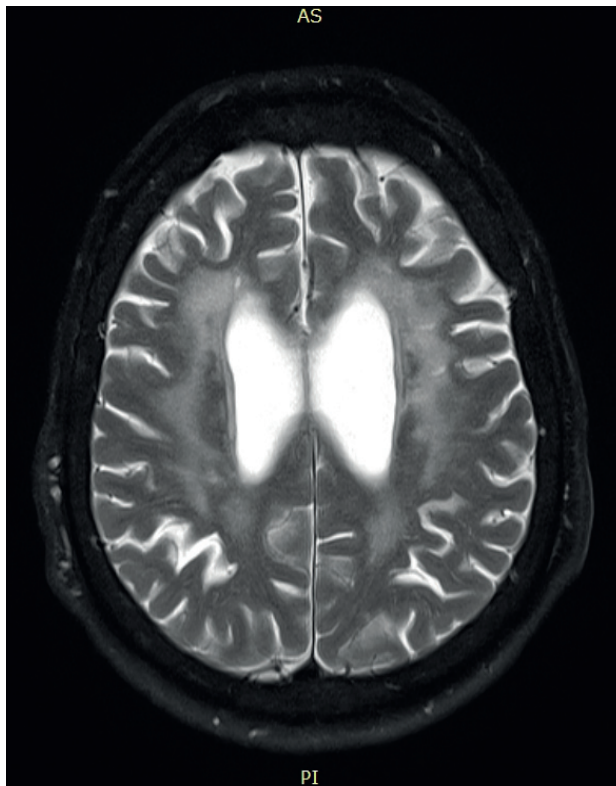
МРТ головного мозку пацієнтки з генералізованою міастенією, хворобою дрібних судин головного мозку та цукровим діабетом
